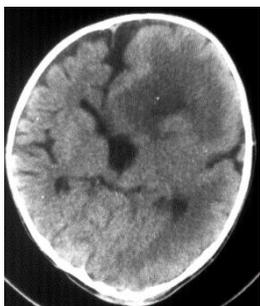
КТ головного мозга у ребенка 7 месяцев, страдающего односторонней макроцефалией: правое полушарие головного мозга увеличено, кора правого полушария утолщена, ликворсодержащие структуры (боковой и III желудочки четко не дифференцируются и дилатированы).
